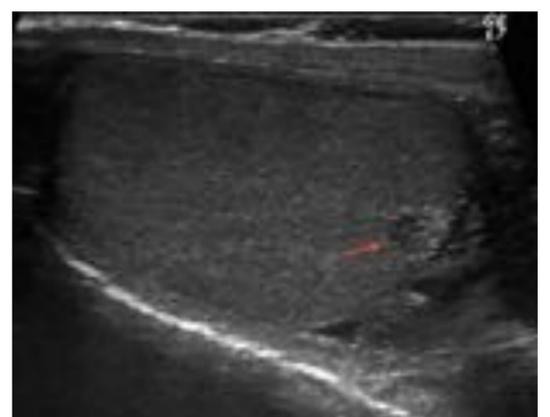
Ecografía testicular.
